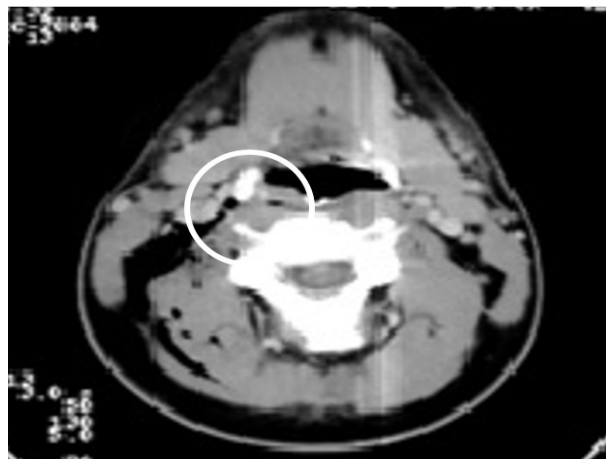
Izq. Rx. Tórax con hemoneumotórax derecho. Der. TAC con enfisema SC y oclusión de arteria vertebral derecha (circulo blanco).
